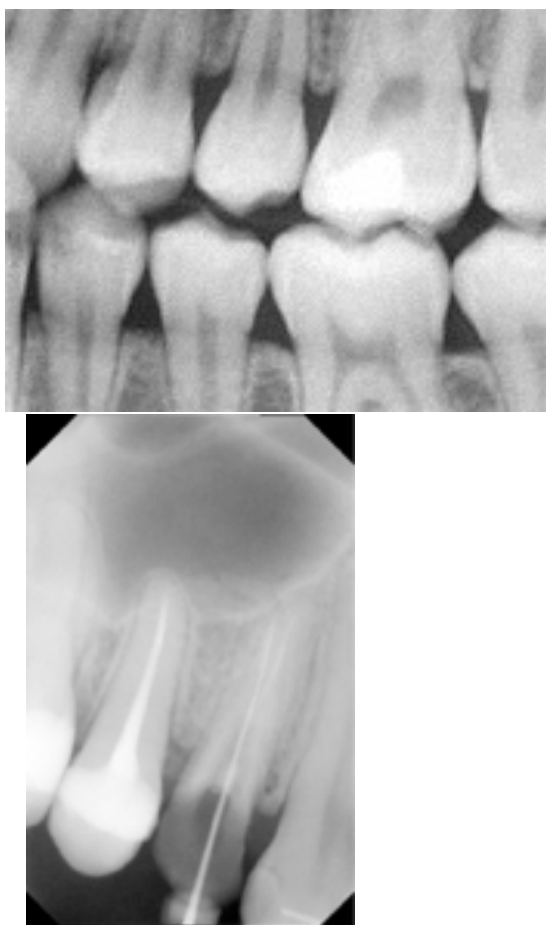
Контактная прицельная рентгенограмма зубов 1.4,1.5.
